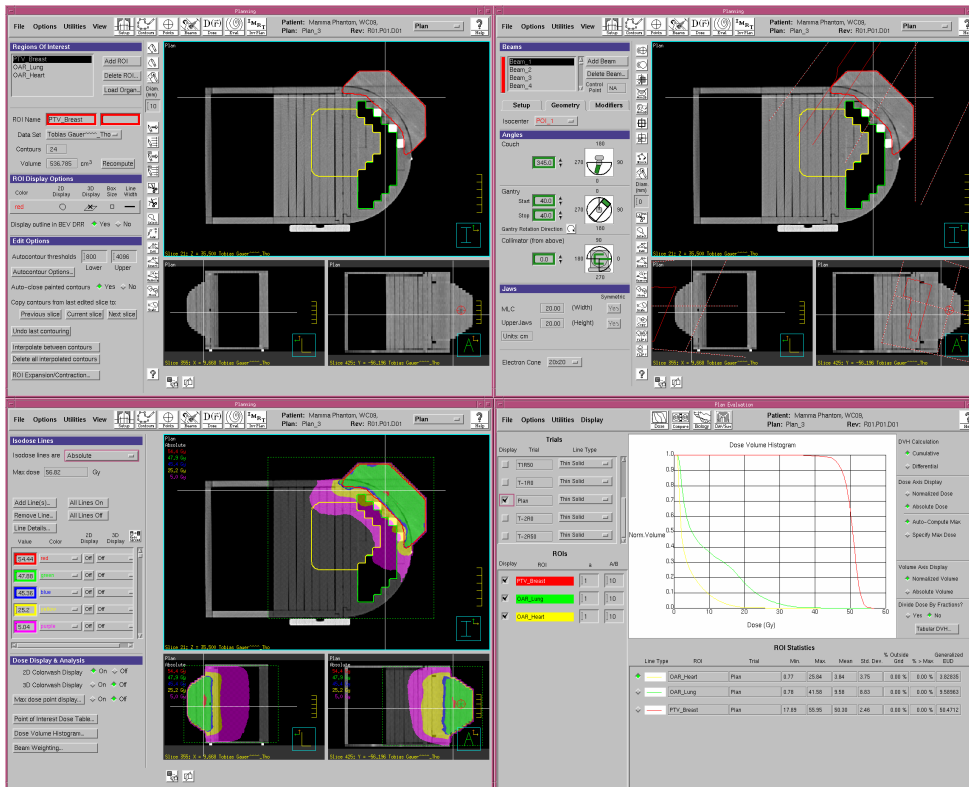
Gezeigt sind Bildschirmabzüge aus dem Bestrahlungsplanungsprogramm *Pinnacle* der Firma Philips zur Beschreibung des Konturierungsmoduls (oben links), des Optimierungsmoduls (oben rechts) sowie des Evaluierungsmoduls (unten links und rechts). Die hier eingelesenen computertomografischen Schnittbilder eines Brustphantoms werden in den Bildschirmabzügen oben rechts und links sowie unten links jeweils durch drei axiale Ebenen (oben: transversal, unten links: sagittal, unten rechts: koronal) entlang der weißen horizontalen und vertikalen Linie dargestellt. Der Bildschirmabdruck unten rechts zeigt ein Dosis-Volumen-Histogramm für die hier konturierten Volumina des Brustphantoms (rot: Zielvolumen, linke Brust; grün: Linke Lunge; gelb: Herz).
